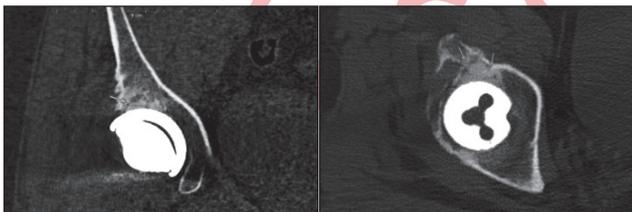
Мультиспіральна комп'ютерна томограма правого кульшового суглоба
